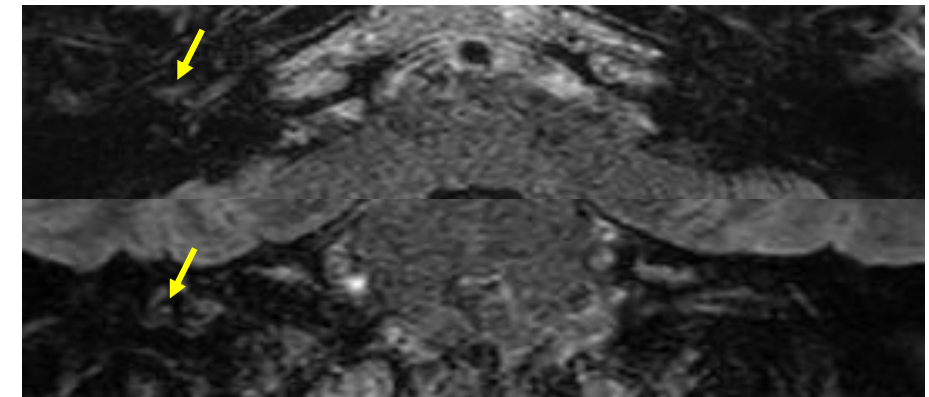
Las secuencias de RM FLAIR en planos axial (superior) y coronal (inferior) muestran supresión del líquido del oído medio previamente descrito, hallazgo compatible con líquido cefalorraquídeo. De acuerdo con el comportamiento de esta colección líquida en todas las secuencias revisadas, los hallazgos son compatibles con una fístula translaberíntica.
